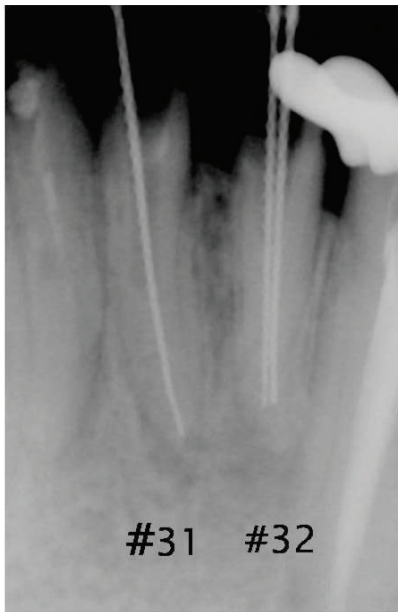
Radiograph of left lateral incisor (#23) showing two canals with separate foramina.
